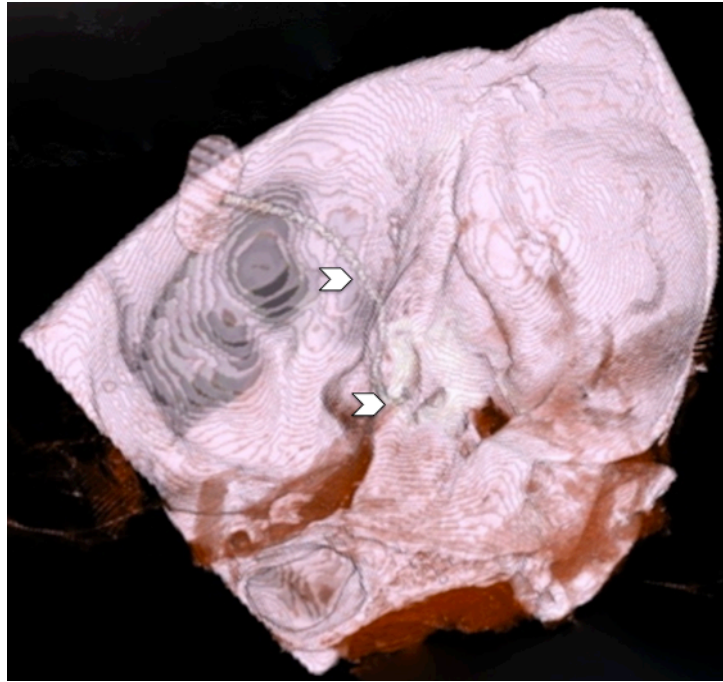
Tomografia computadorizada de alta resolução do osso temporal direito. Reconstrução em 3D que permite identificar a inserção do feixe falso de eletrodos do implante coclear pela fossa craniana média (setas).
